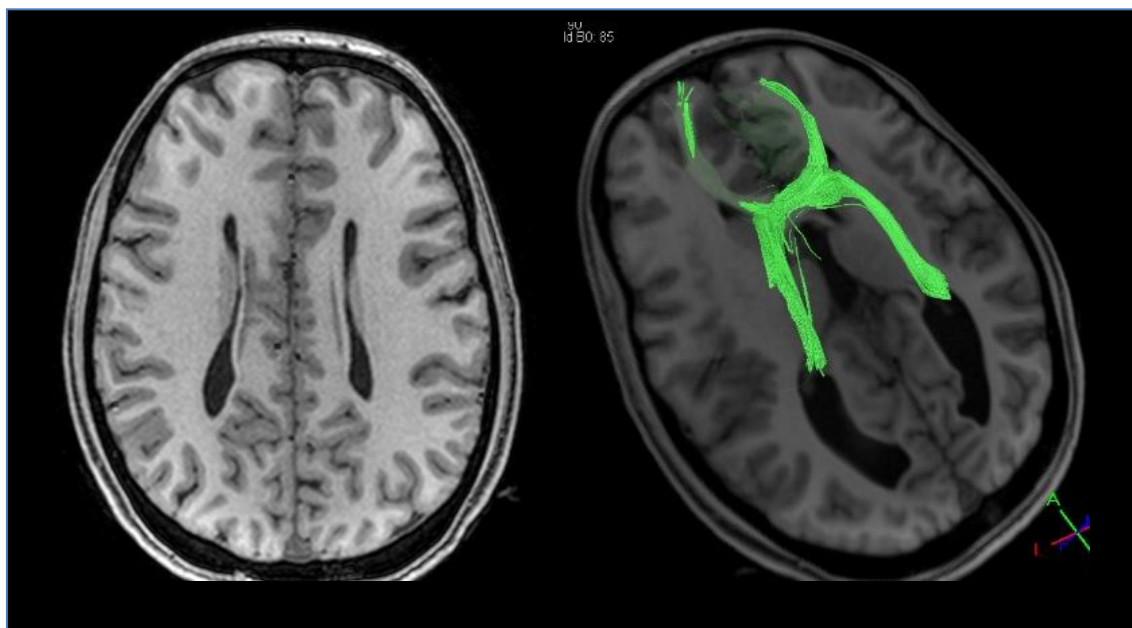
Reconstrução por fascigrafia do remanescente caloso e do feixe Sigmóide. A. Imagem ponderada em T1 do plano axial de paciente com agenesia parcial do corpo caloso. B. Fibras reconstruídas do remanescente caloso e feixe Sigmóide bilateralmente e projetadas em imagens de RM ponderadas em T1 no plano axial.
